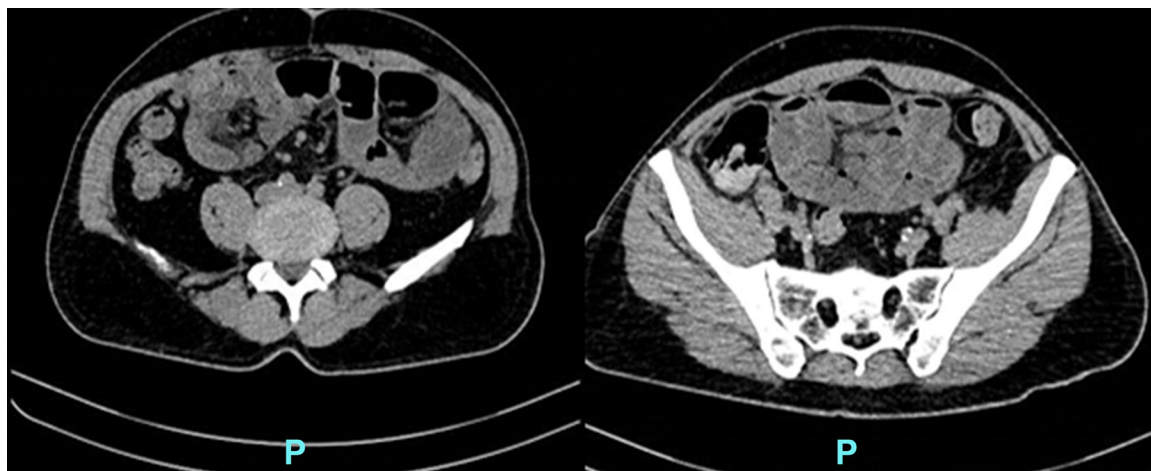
Tomografia de abdome (janeiro de 2025, corte axial).
